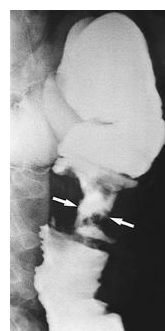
Cancer du côlon descendant. (a) Lavement baryté par technique mono-contraste. Silénose marquée sur une longueur de 6 cm (flèche). (b) CT. Epaisissement pariétal tumoral du côlon descendant avec perforation (grande flèche) et abcès péri-colique (petite flèche).
